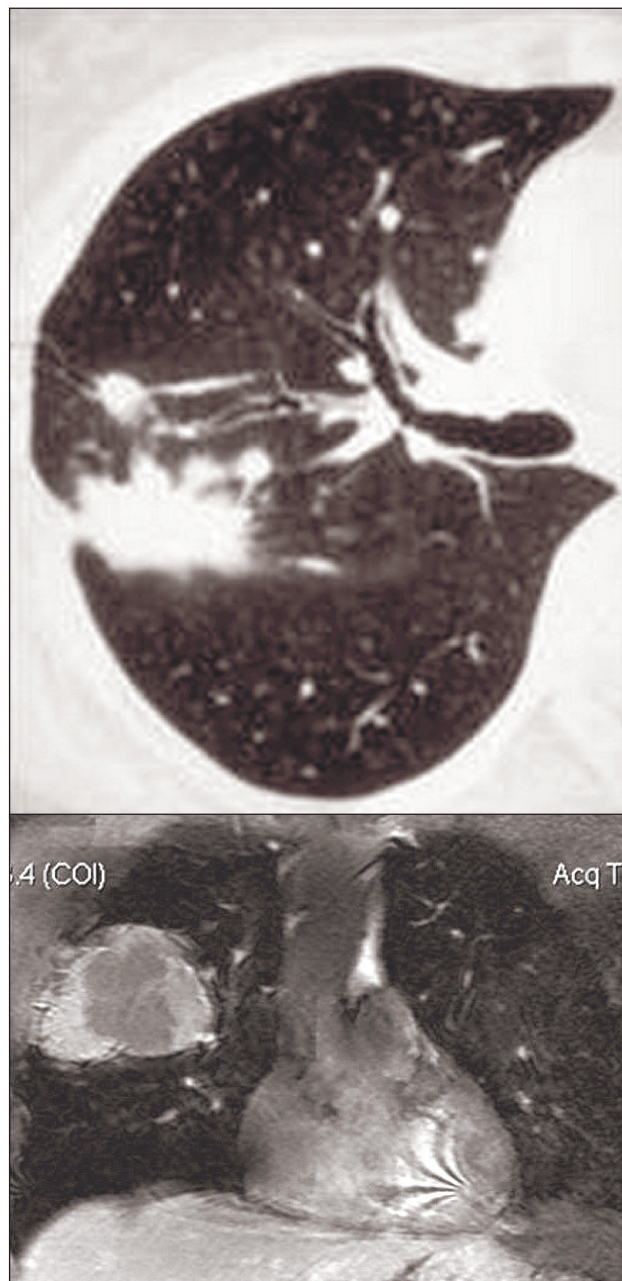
Погибший эхинококк правого легкого: а) КТ – мягкотканое многоузловое образование с реакцией подлежащей плевры; б) МРТ – T1ВИ – гиперинтенсивный сигнал за счет фиксации парамагнетика от наружных и гиподенсивный от внутренних структур, данных за жидкостное содержимое не получено
